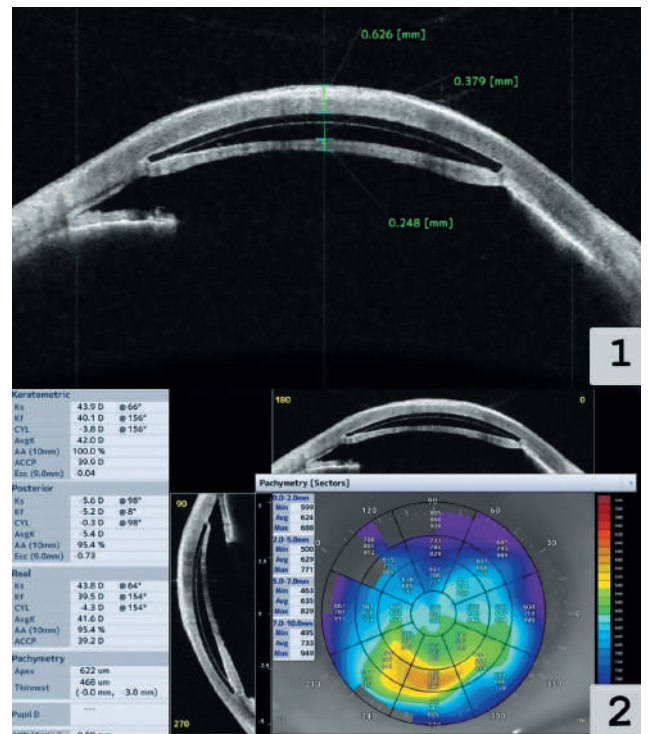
Оптическая когерентная томография переднего отрезка глаза правого глаза.
